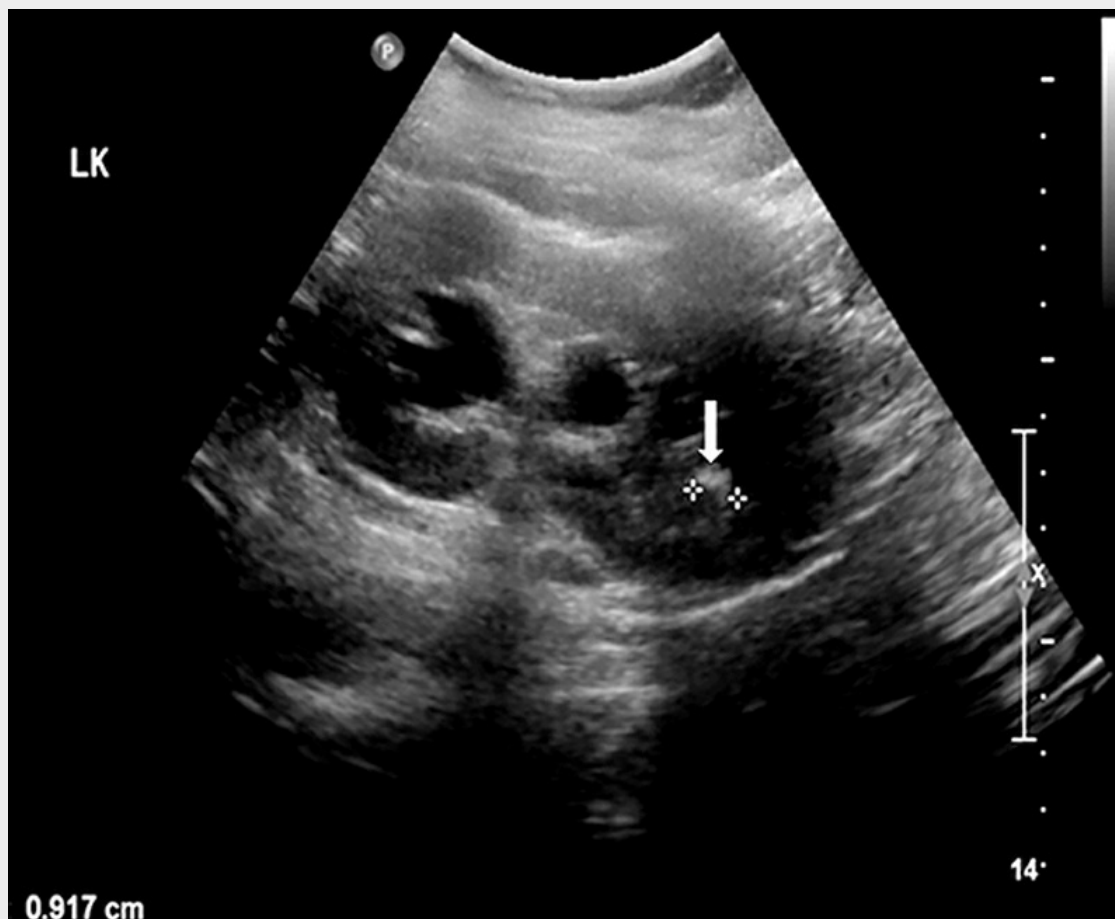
Sonografie bei Nephrolithiasis mit Harnaufstau. Dargestellt ist eine hydronephrotische linke Niere mit Steinnachweis im Ureter (weißer Pfeil).
